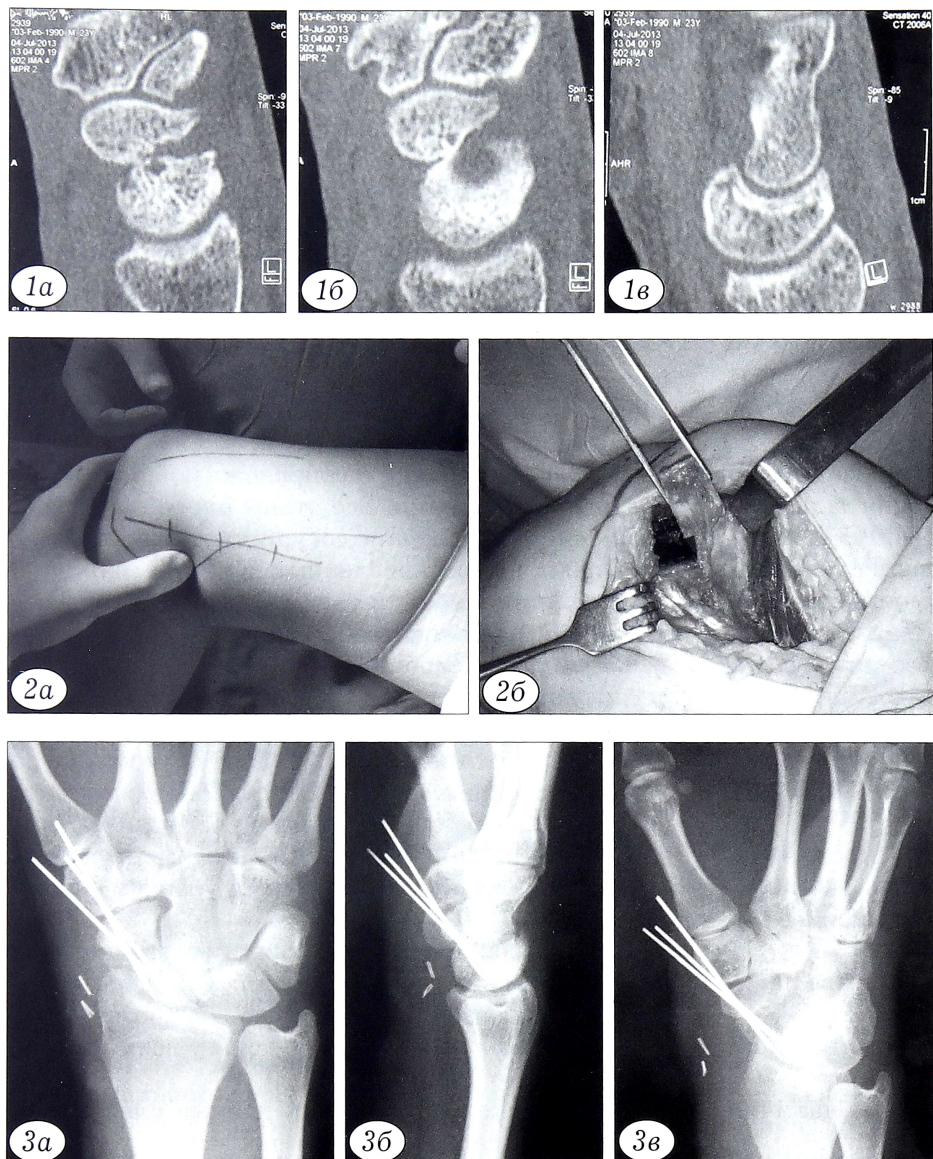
Компьютерные томограммы кистевого сустава больного Б. 23 лет до операции.
